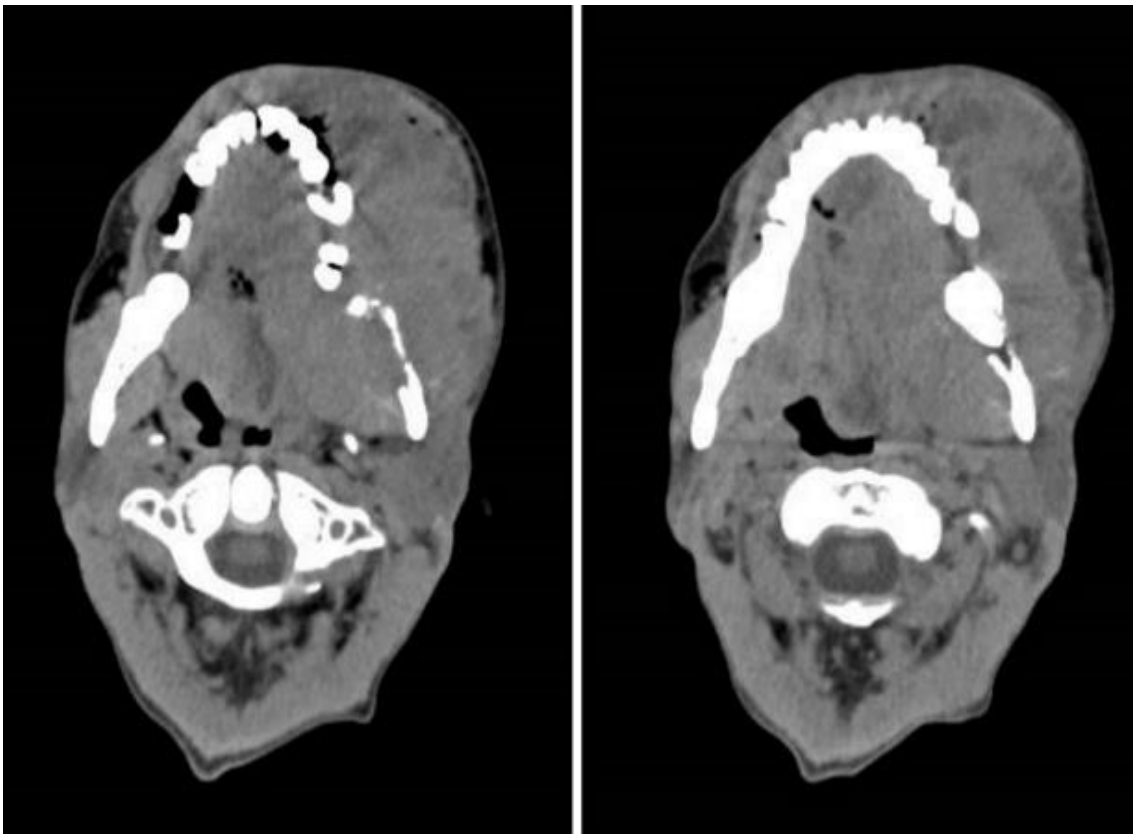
Tomografía Computarizada, corte axial. Se observa una zona
